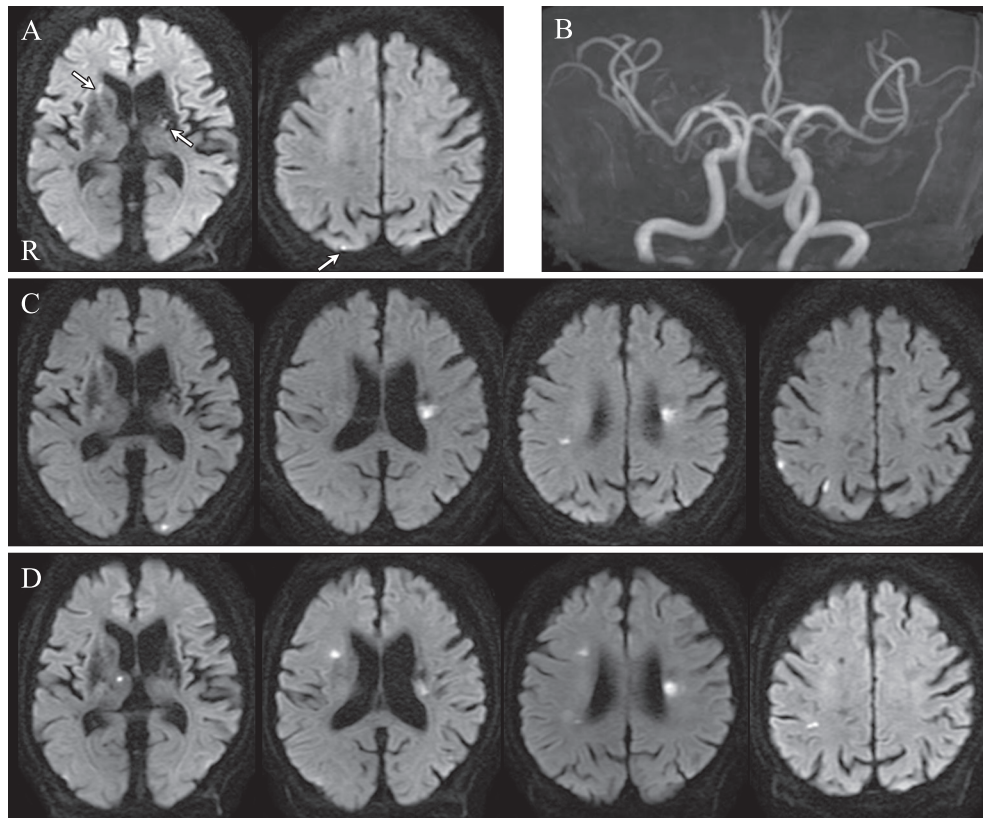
Brain magnetic resonance imaging/angiography on admission and at recurrences.
